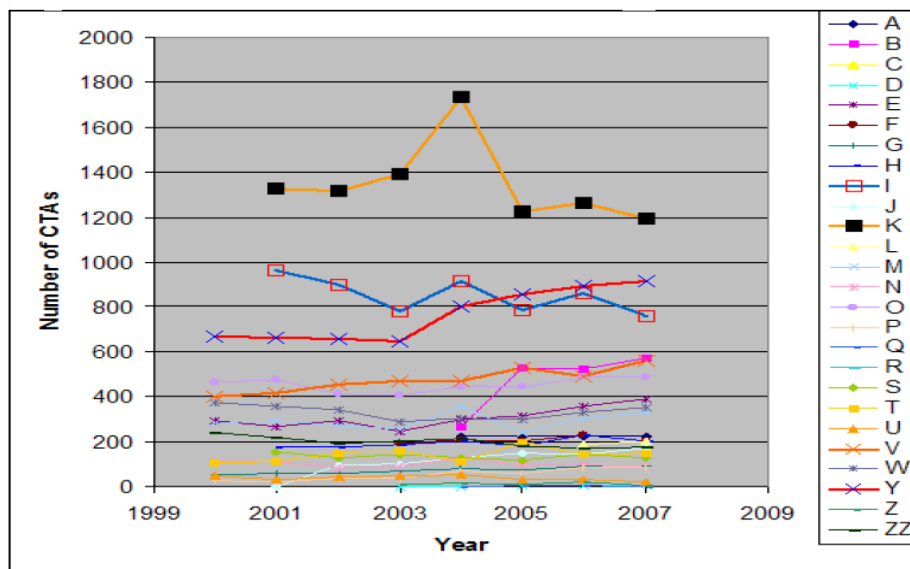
Nombre de CTA annuels pour la période de 2001 à 2009 (29)
